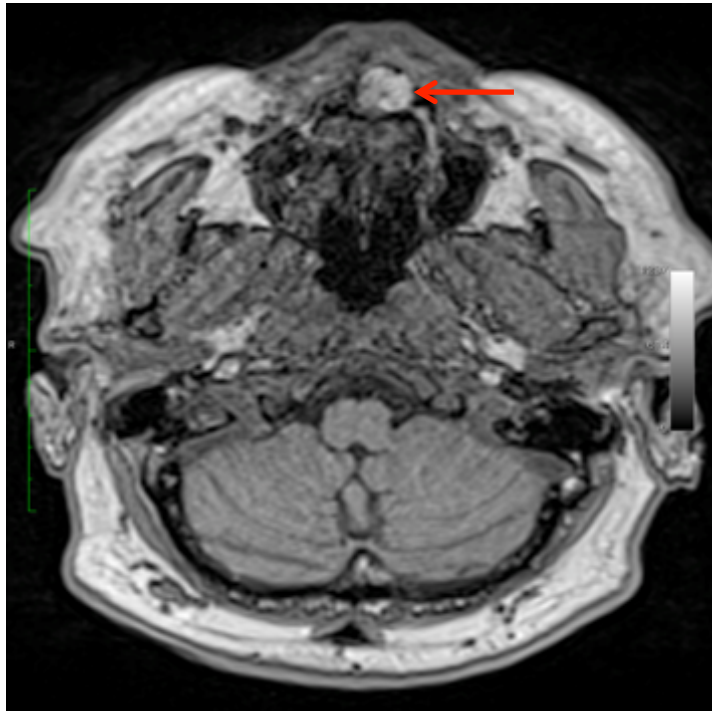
Axiale MRT Schichtaufnahme mit Darstellung einer soliden Raumforderung im vorderen Nasenboden des in Abbildung 32 gezeigten 72-Jährigen männlichen Probanden
